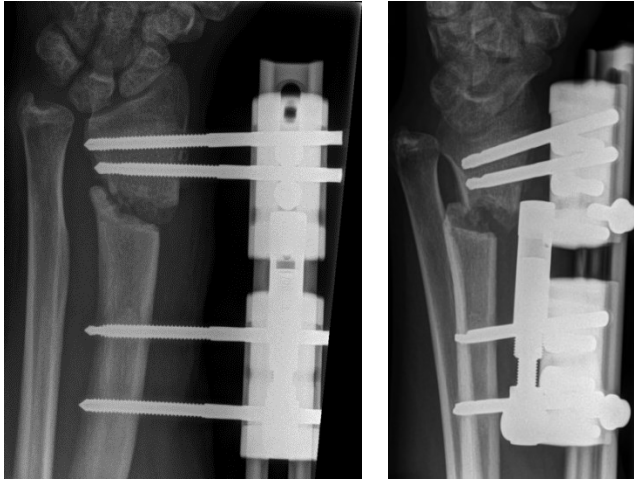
Röntgen a.p. und seitlich
